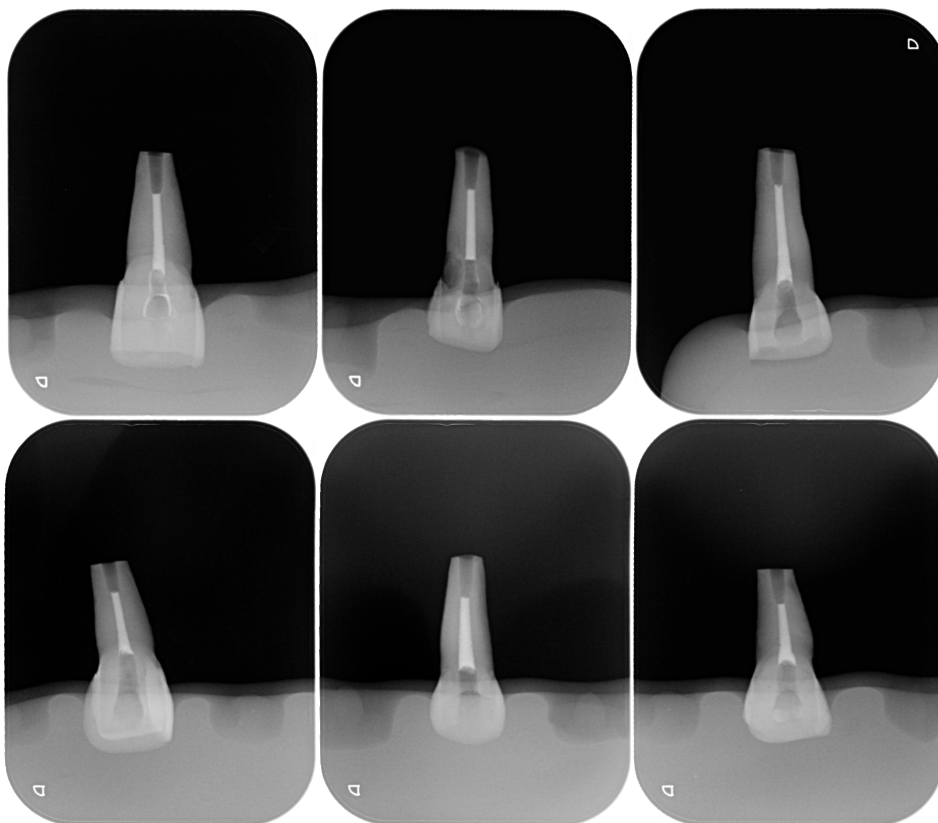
Radiografías de los dientes una vez realizada la apicectomía y la cavidad para la obturación a retro.
